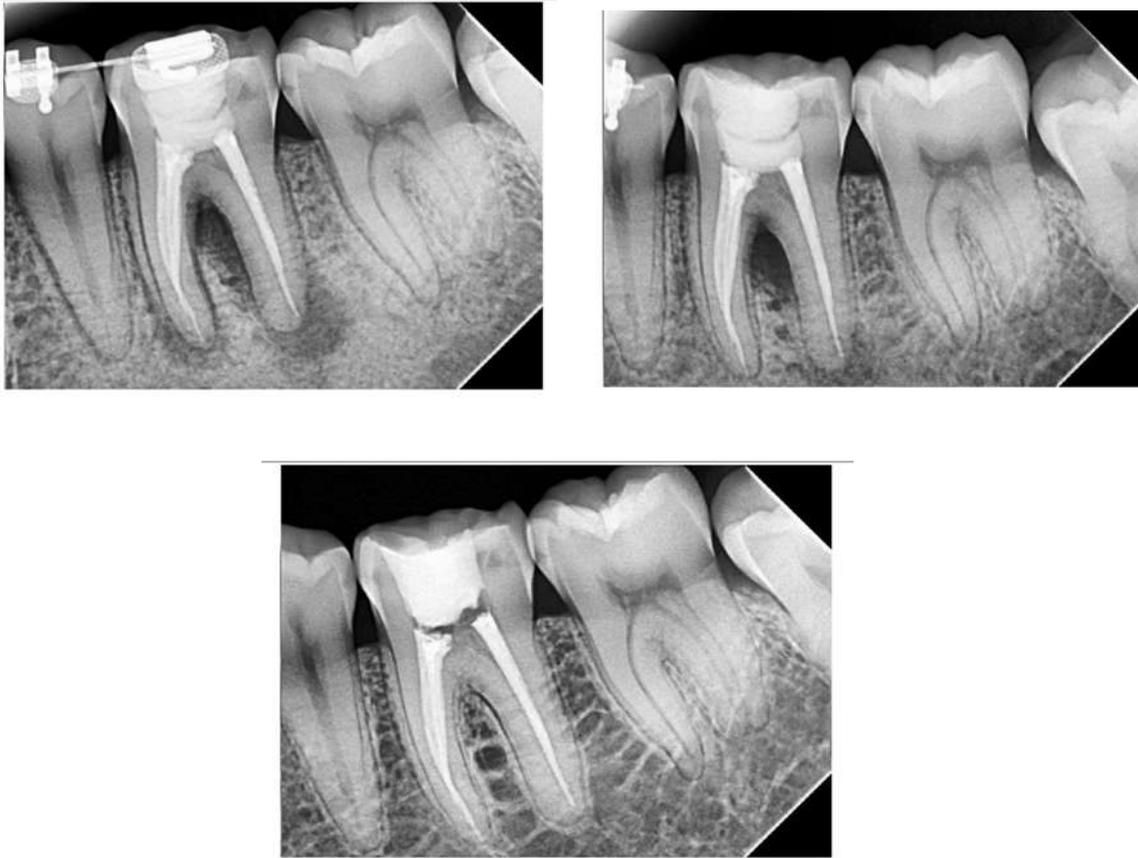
Radiografía inicial, final y seguimiento a 1 año.
